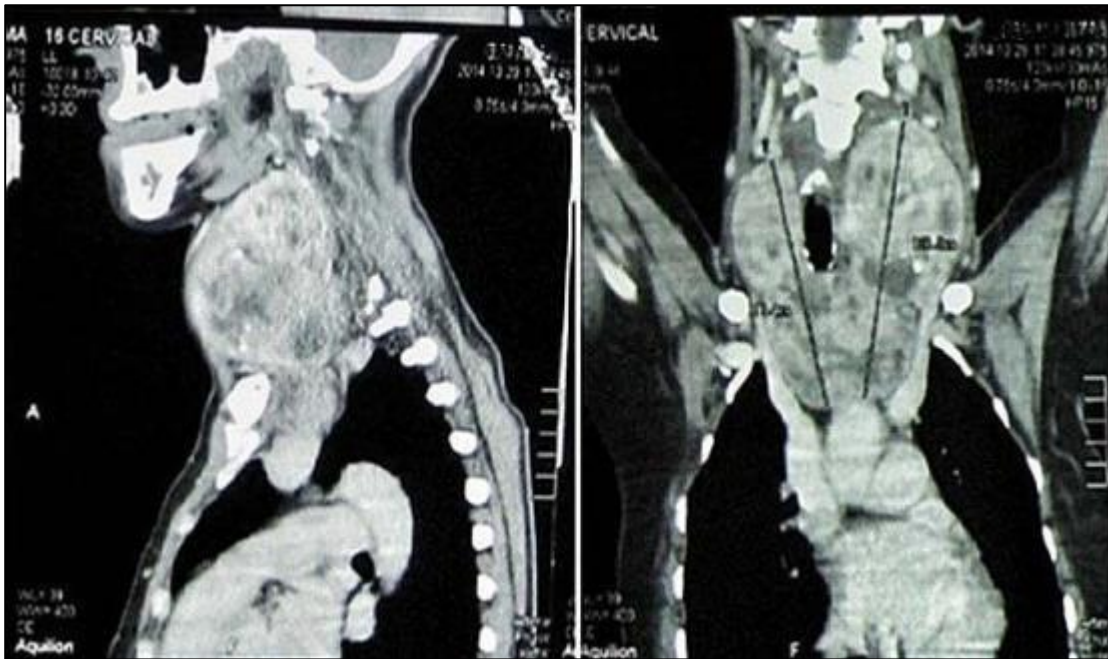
TDM cervico thoracique en coupe frontale et sagittale : goitre plongeant antérieur comprimant la trachée [60]
